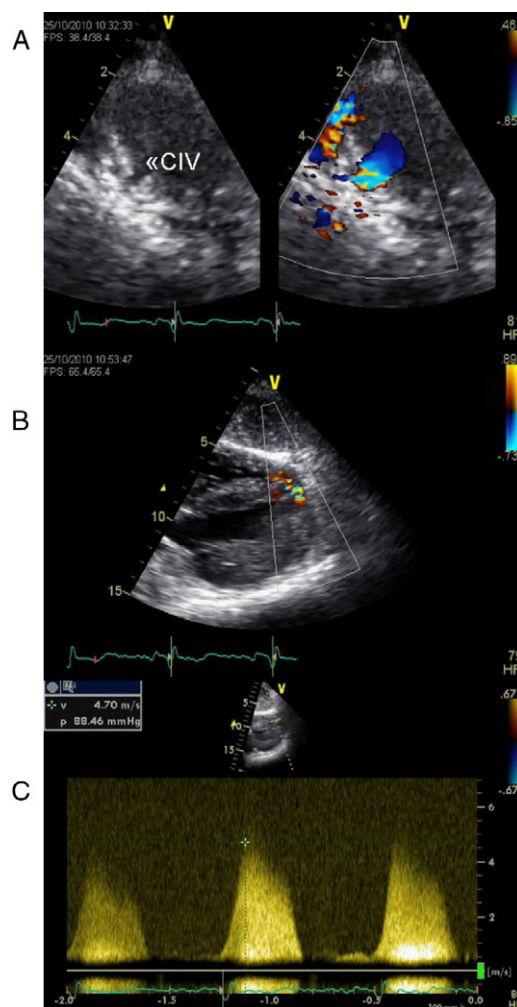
Ecocardiograma transtorácico dois anos após transplante cardíaco revela a presença de duas soluções de continuidade (A e B) com dois jatos de alta velocidade (máximo 5 m/seg) (C) do ventrículo esquerdo para o ventrículo direito localizados no apex e na região do septo interventricular que parecem corresponder a duas comunicações interventriculares (CIV) restritivas.
